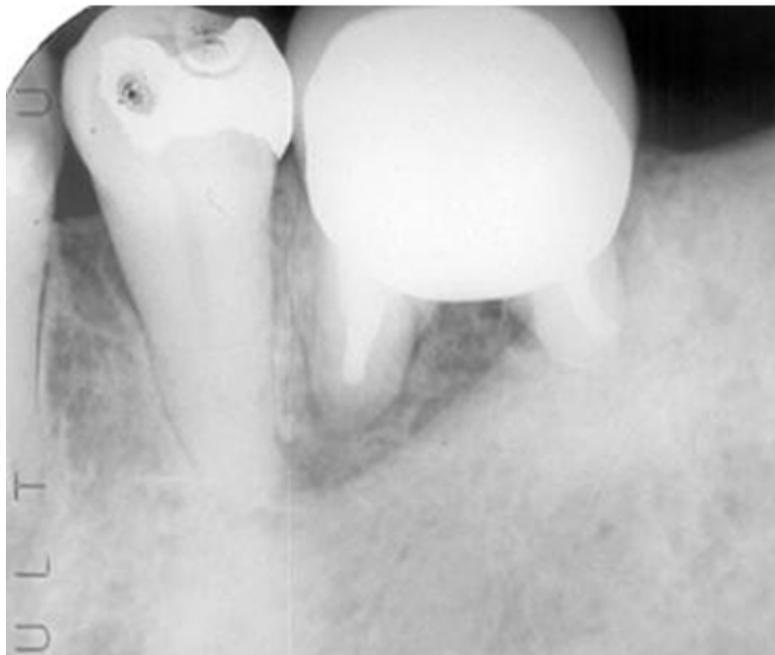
Radiografía periapical: tomada después de dos años, donde se observa completa reparación de hueso en la región apical del primer molar inferior y en el área correspondiente al segundo molar inferior izquierdo.
